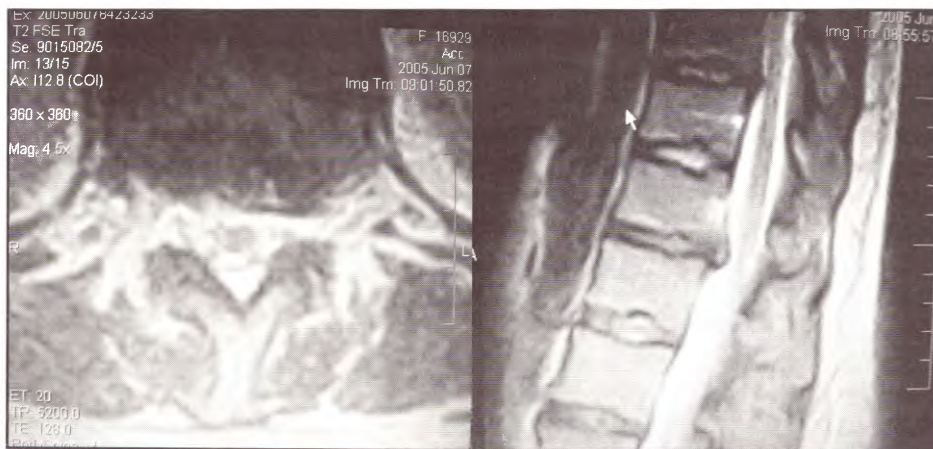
IRM axial (A) y sagital (B) que muestran una hernia de disco dorsal
